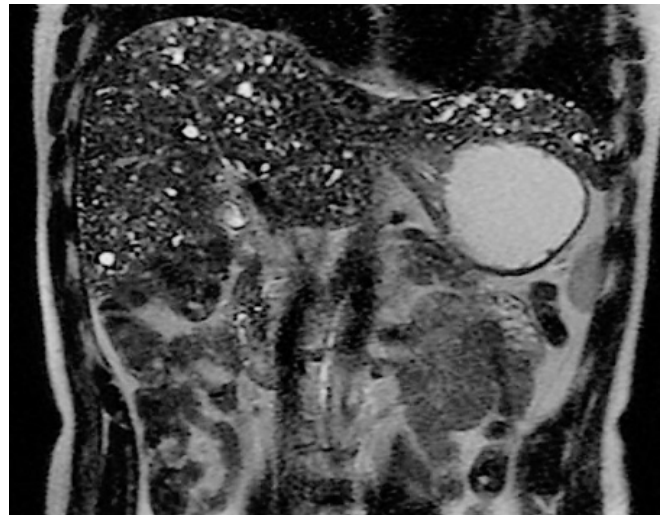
RM en T2, corte sagital: numerosas lesiones en ambos lóbulos, de tamaño variable, hiperintensas y no comunicadas con el árbol biliar.
